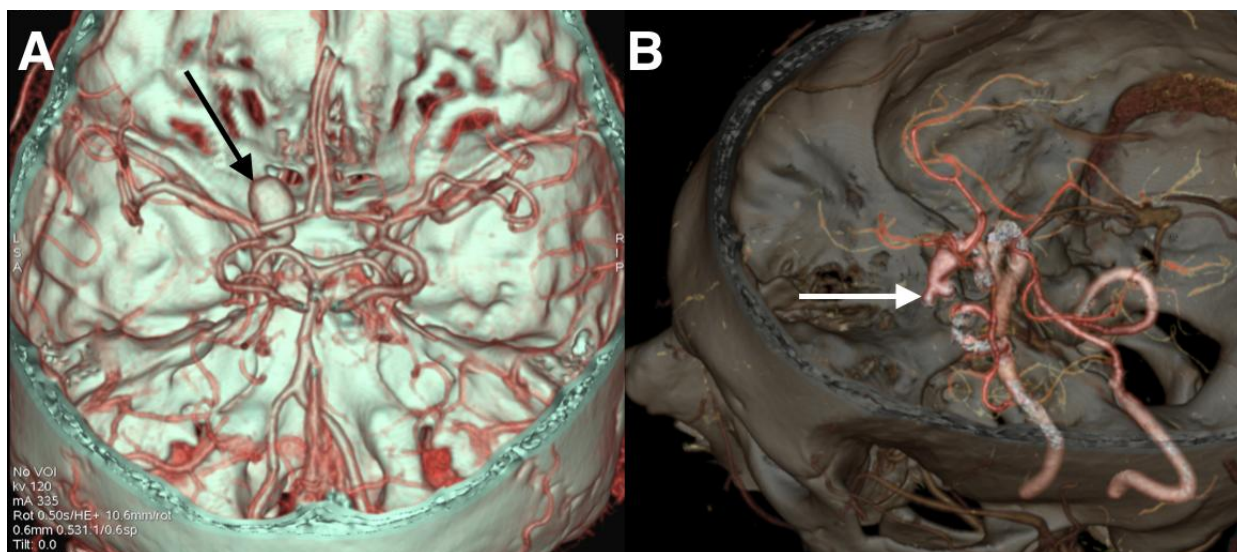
Angiografie prin computer tomografie. Direcția vectorului anevrismal. A - femeie, 43 de ani. Anevrisma al arterei carotide interne pe stânga, direcția vectorului anevrismal - anterior, superior, lateral spre stânga (săgeata neagră). B - bărbat, 54 de ani. Anevrisma al arterei comunicante anterioare, direcția vectorului anevrismal - anterior, inferior, lateral spre stânga (săgeata albă).
